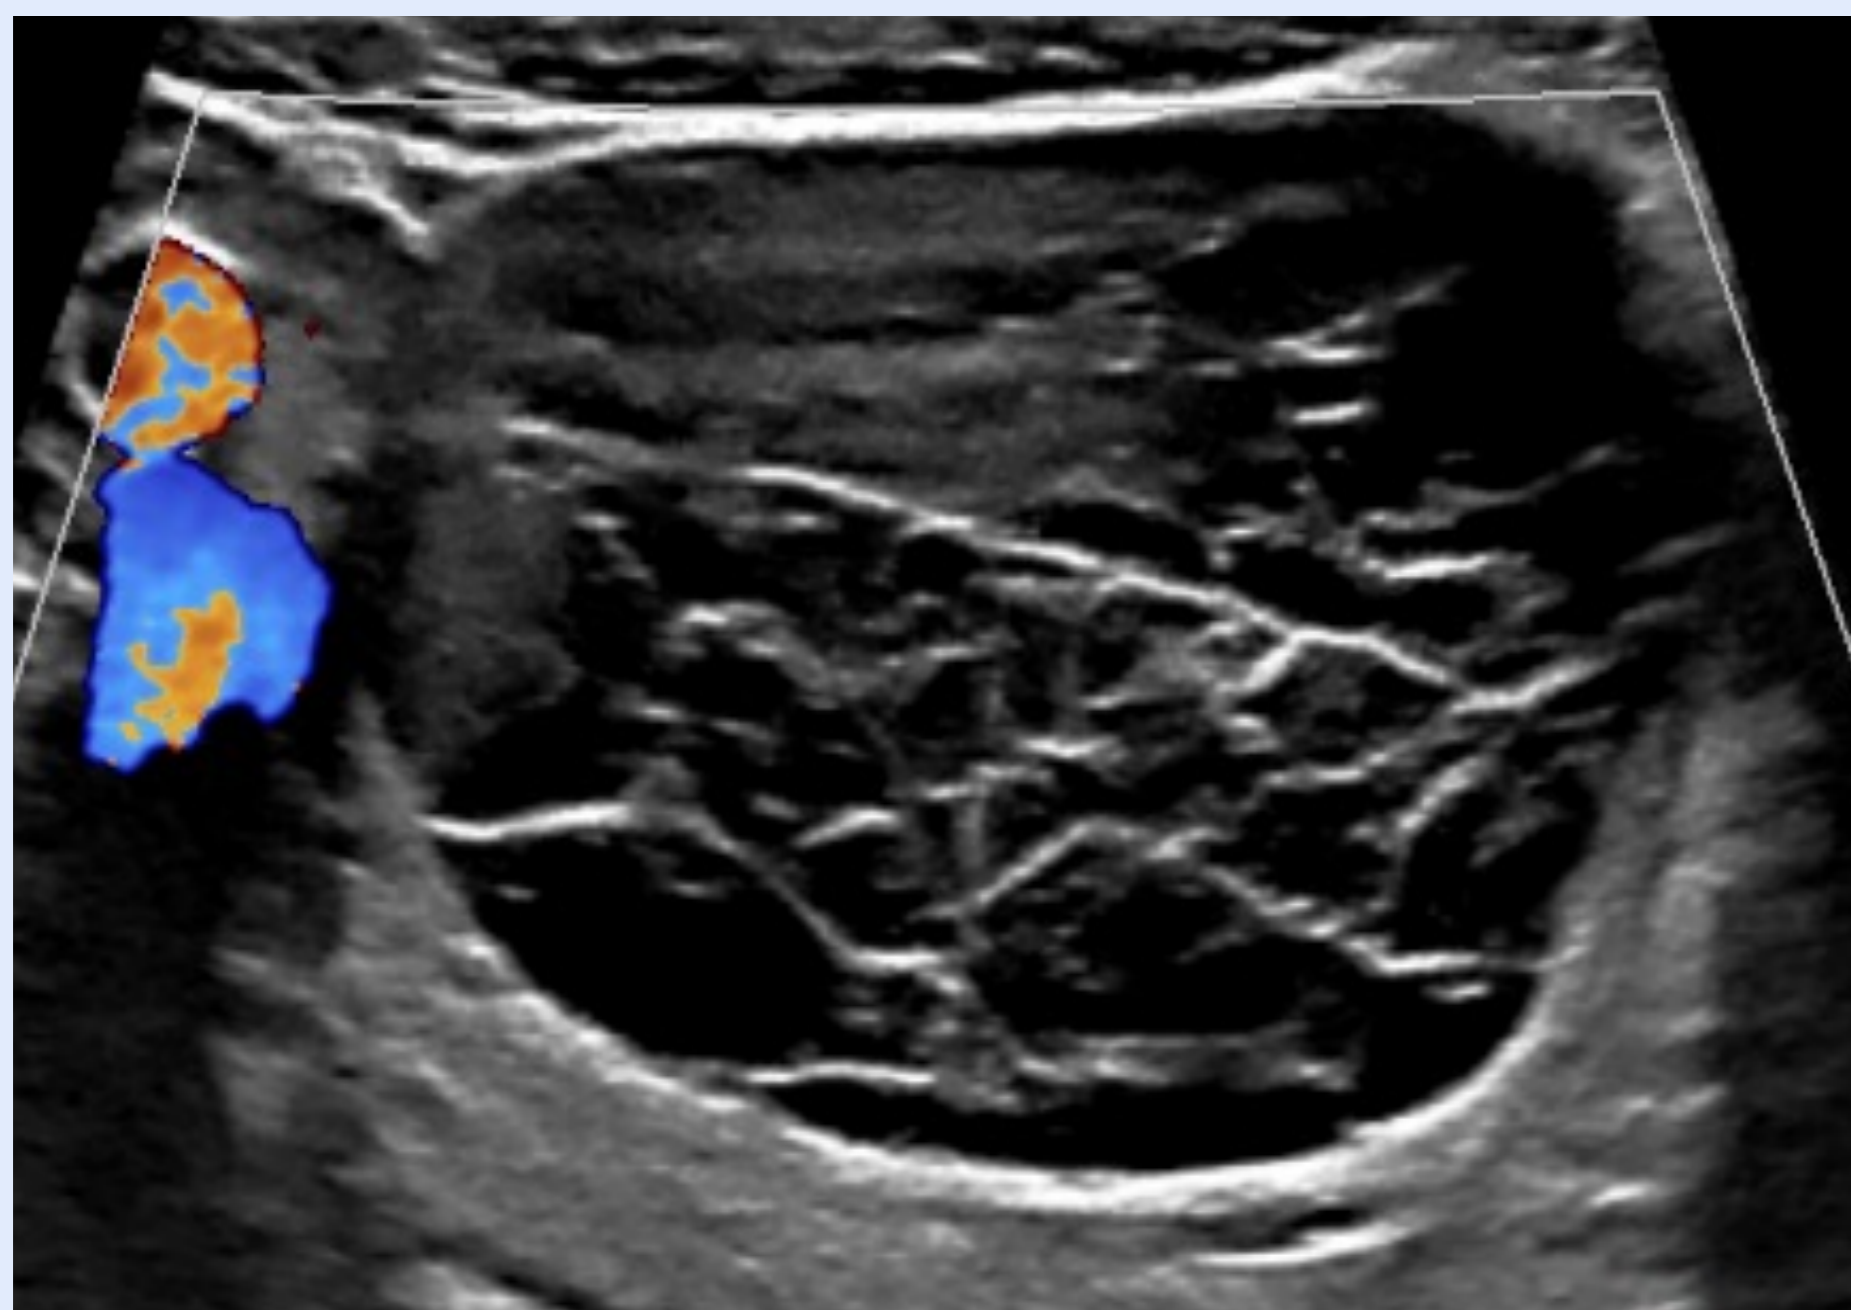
Torsión de teratoma. Mujer de 47 años con dolor y defensa en FID y leucocitosis. En la ecografía abdominal se identifica lesión anexial derecha con presencia de nódulo ecogénico situado en la porción no declive (*), que corresponde con el componente calcificado de la lesión (nódulo de Rokitansky). Asocia engrosamiento mural y aumento de la ecogenicidad del tejido graso circundante.
